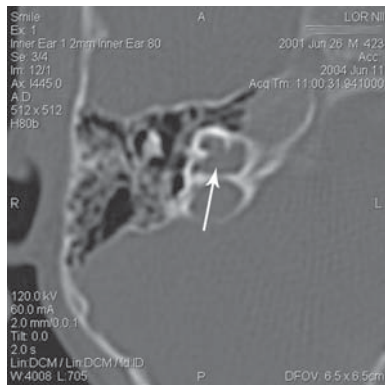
КТ височной кости с аномалией дна ВСП.
